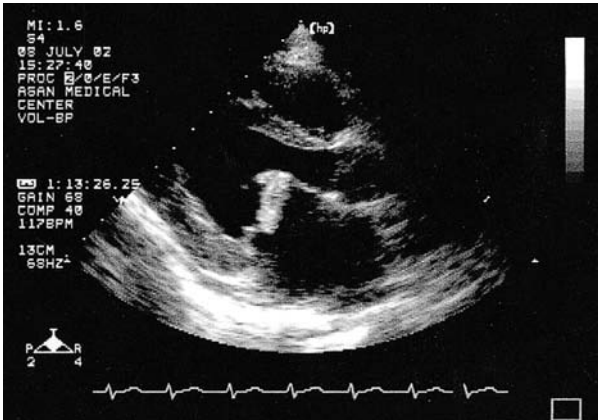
Transthoracic echocardiography in emergency room showed severe rheumatic mitral regurgitation with a huge, hypermobile vegetation. This finding is consistent with active endocarditis.
